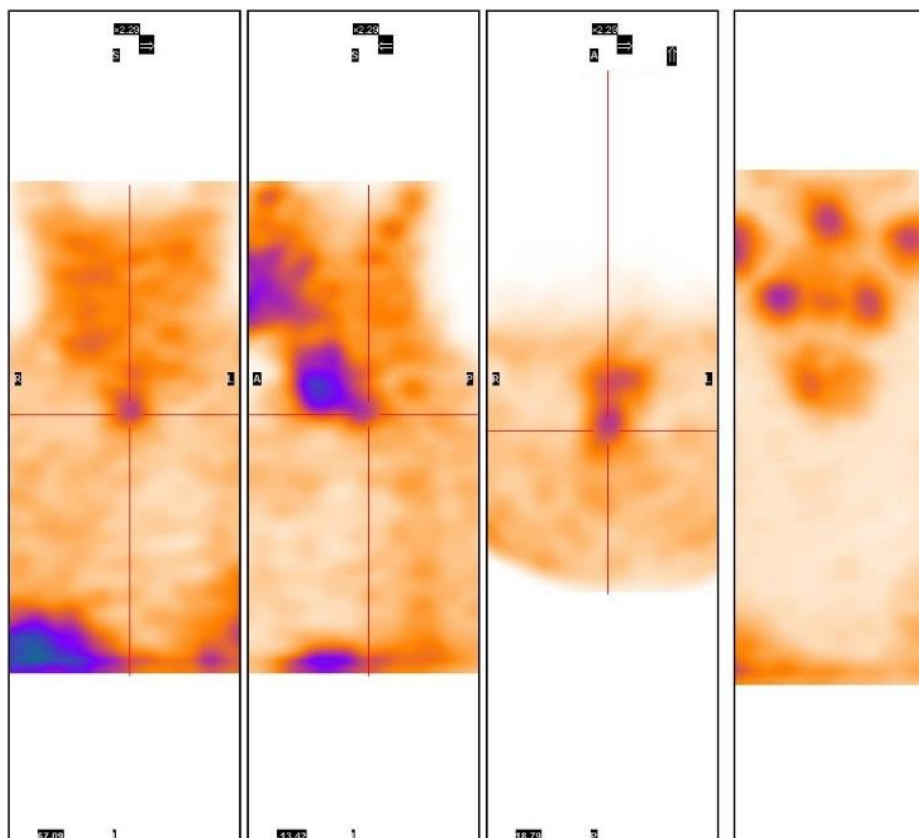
Сцинтиграфия. Очаг патологической гиперфиксации РФП определяется паратрахеально
